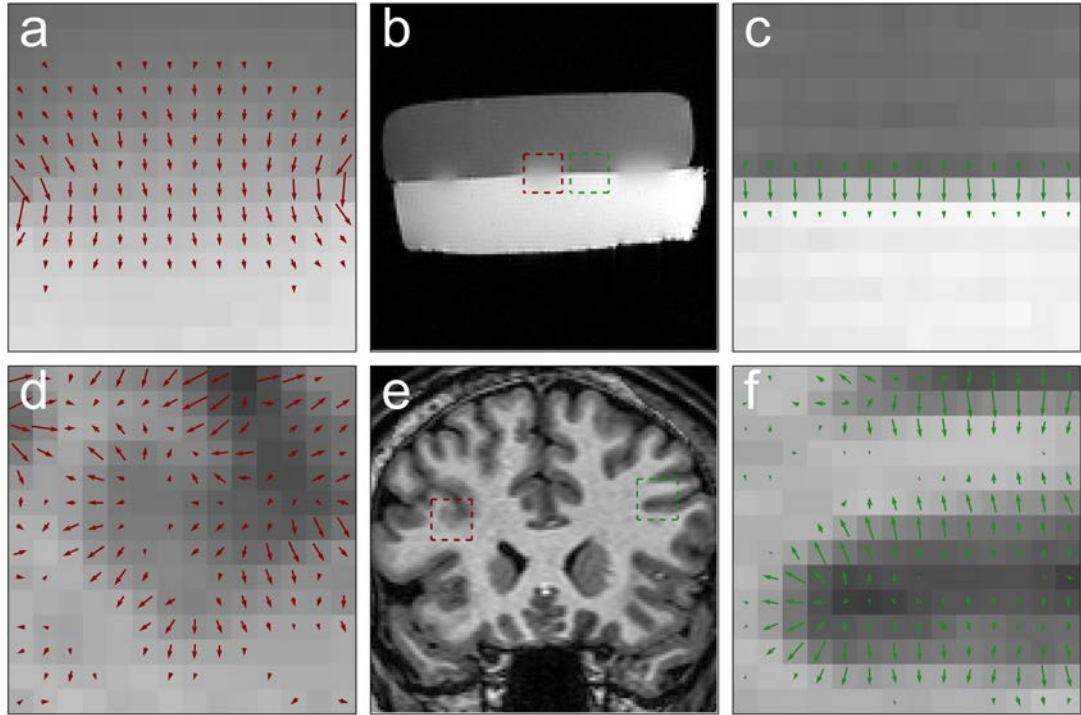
Signal intensity at gray-white junctions in the phantom (b) and the  $T_1$ -weighted MRI of the patient with FCD (e). Signal intensity gradient is represented with red arrows (a,d) for pathological-like regions of interest (ROI) and in green arrows (c,f) for healthy-like. The pixels in which the gradient norm is too low (same tissue) are not represented. Similar aspect of the gradient vector field is observed between the phantom and the patient data in healthy tissues with a clear transition (high vector magnitude) observed between GM and WM only hampered in in vivo data by partial volume effects. In the lesional tissues (a, d) a lower gradient magnitude is observed between GM and WM corresponding to an aggregation of neurons in the WM and results in a poorly contrasted cortical region.
